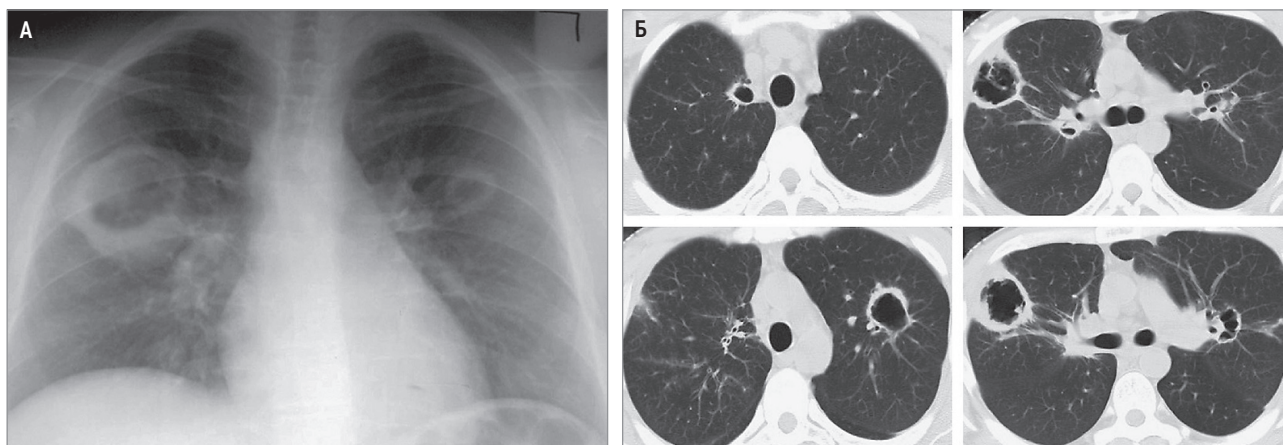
Полости при гранулематозе с полиангиитом: А – 2-сторонние, разного размера легочные полости; рентгенография в прямой проекции; Б – многочисленные полости с различной толщиной стенок, в некоторых полостях содержимое, но без уровня жидкости; компьютерная томография высокого разрешения в аксиальной проекции, легочное окно
